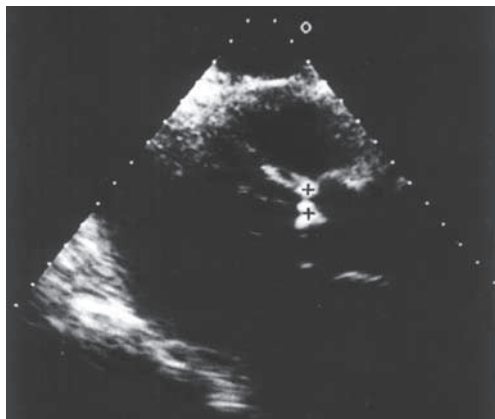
Эхокардиограмма больной Д., 36 лет, до операции – продольное сечение основания аорты из парастернального положения датчика. Видны плотные вегетации (+), пролабирующие в диастолу в дефект межжелудочковой перегородки.
